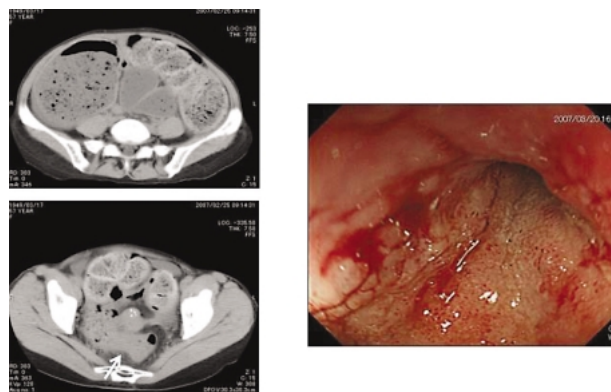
Colitic Cancer 57歳女性 単純CT＋内視鏡像:20年にわたる潰瘍性大腸炎の経過中に巨大結腸症様の所見を呈した。このCTでは大腸に多量の便の貯留像があり、直腸内まで内容が認められた。明確な通過障害の病変は指摘できないが、直腸S状部に壁の肥厚が疑われた。この後緊急手術を行った。術中の腹腔内所見で直腸癌を疑い、直腸内視鏡検査を行ったが確定診断に至らなかった。この写真は術後の内視鏡像で、直腸に粘膜が粗造で易出血性の部分を認めた。同部からの生検で低分化腺癌と診断が確定した。
